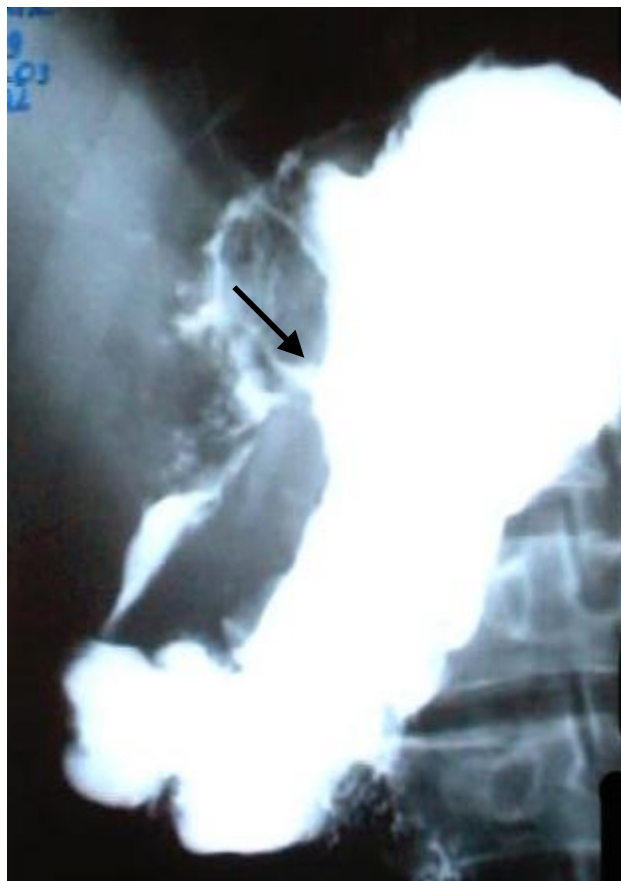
Рентгеноскопия желудка, выход контраста за пределы стенки желудка.
